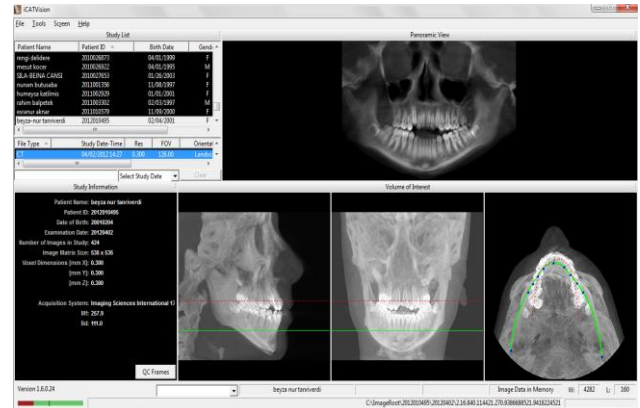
Kaan Orhan, Diş hekimliğinde konik ışınli komputerize tomografinin (kikt) yeri ve önemi. Yeditepe Üniversitesi Diş Hekimliği Fakültesi Dergisi, 2012; 3(3):6-17.
